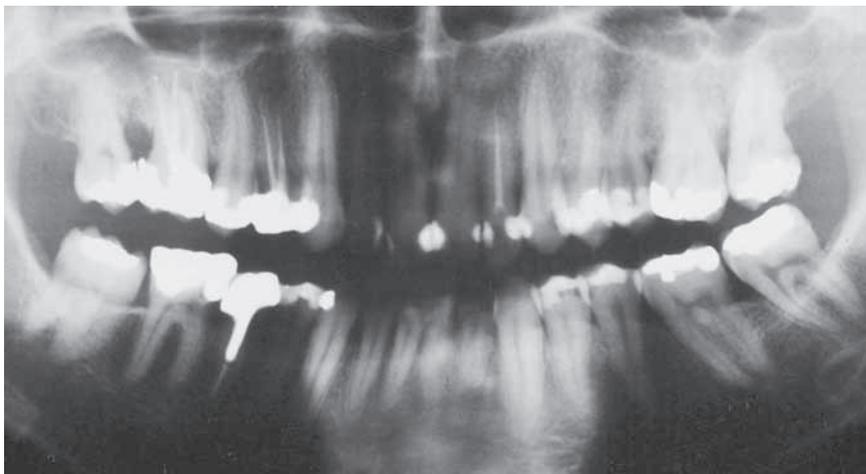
Radiografia panorâmica. Observe a ausência dos elementos dentários 36 e 47.
